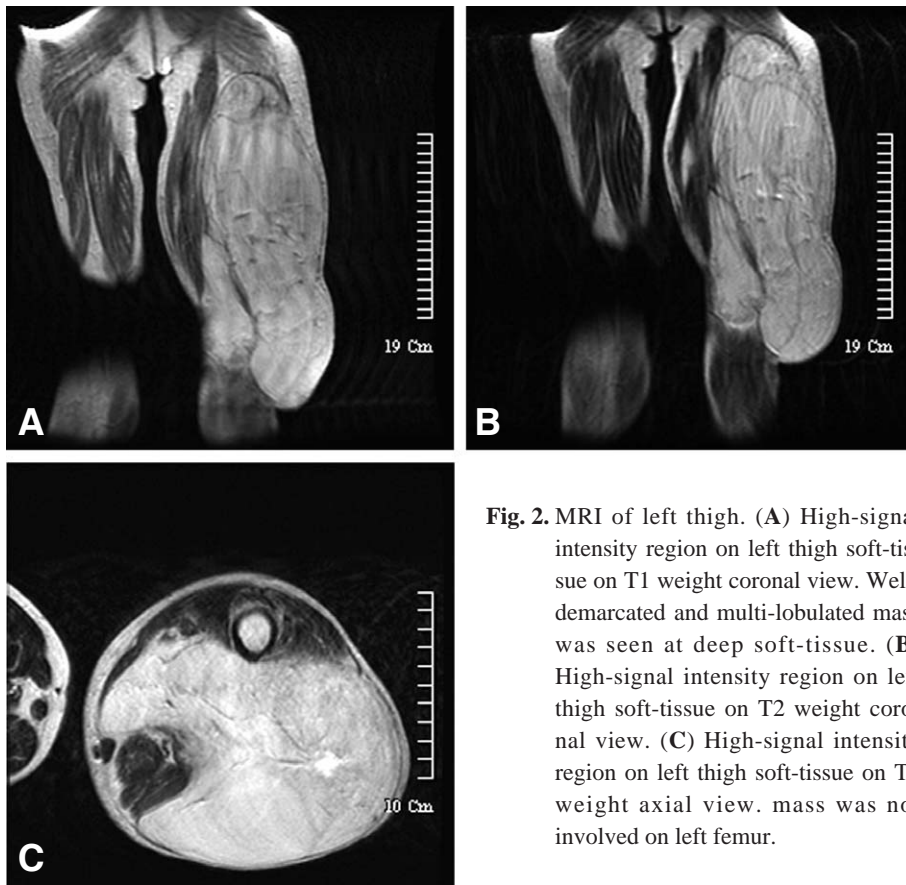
MRI of left thigh. (A) High-signal intensity region on left thigh soft-tissue on T1 weight coronal view. Well-demarcated and multi-lobulated mass was seen at deep soft-tissue. (B) High-signal intensity region on left thigh soft-tissue on T2 weight coronal view. (C) High-signal intensity region on left thigh soft-tissue on T2 weight axial view. mass was not involved on left femur.
